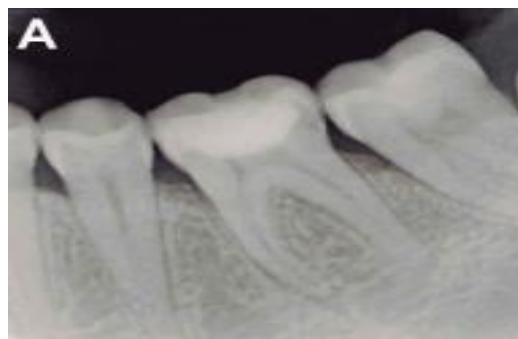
Radiografía dentoalveolar. ³⁰
